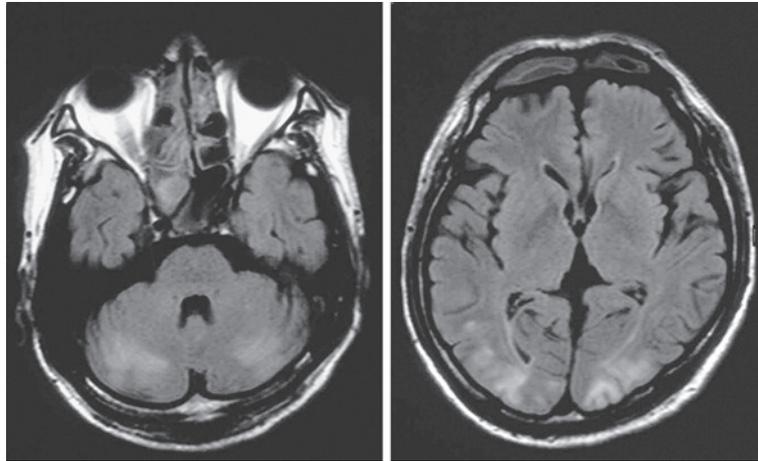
MRI with axial FLAIR imaging shows high signal intensity lesions in the bilateral occipital lobe and cerebellar cortex.
